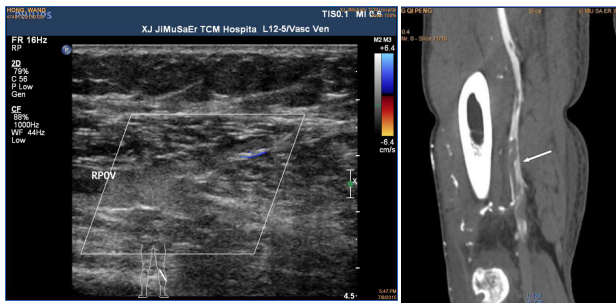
右侧腓静脉血栓彩色多普勒血流图 图2 股深静脉中下段血栓CT静脉造影图像
